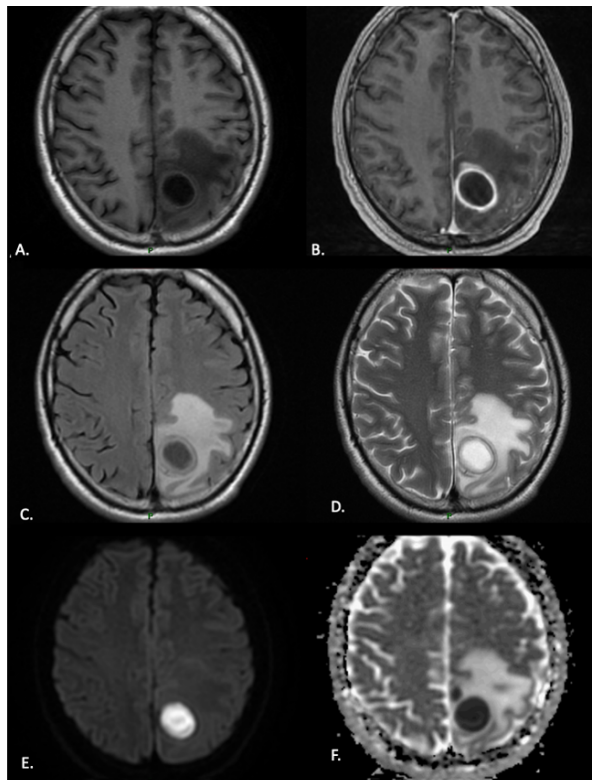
Absceso de localización parietal izquierdo por tuberculosis. T1 (A), T1 con gadolinio (B), FLAIR (C), T2 (D), Difusión (DWI /b 1000) (E) y coeficiente de difusión aparente (ADC) (F). La secuencia T1 muestra la cápsula del absceso hipointenso (A), posterior al contraste muestra el realce en anillo (B), presencia del signo de doble anillo en secuencias T2 (D) y FLAIR (C) con edema vasogénico circundante; el componente central de la lesión muestra intensidad de señal elevada en la imagen DWI (E) e hipointensa en el mapa ADC (F) hallazgos compatibles con difusión restringida ($ADC = 0.439 \times 10^{-3} \text{ mm}^2/\text{s}$).
